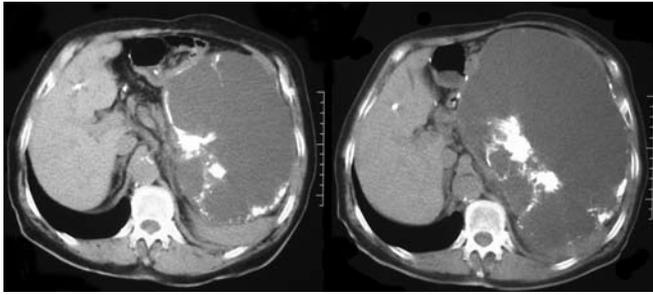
TC abdominal com intervalo de 5 semanas
